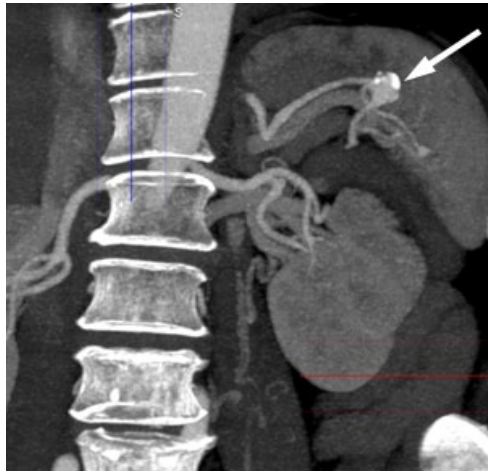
МСКТ. МИП. Коронарная проекция.
